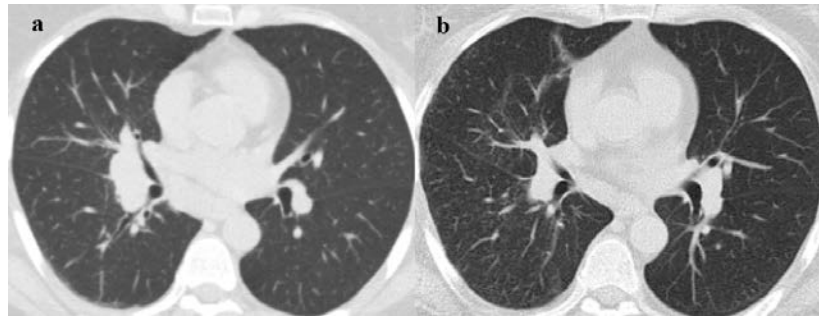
КТ ОГП хворої М., а – до лікування: правостороння прикоренева лімфаденопатія, дрібновузликів дисемінація паренхіми; б – після тримісячної терапії метилпреднізолоном: регресія лімфаденопатії, зберігається нерясна дрібновузликів дисемінація
